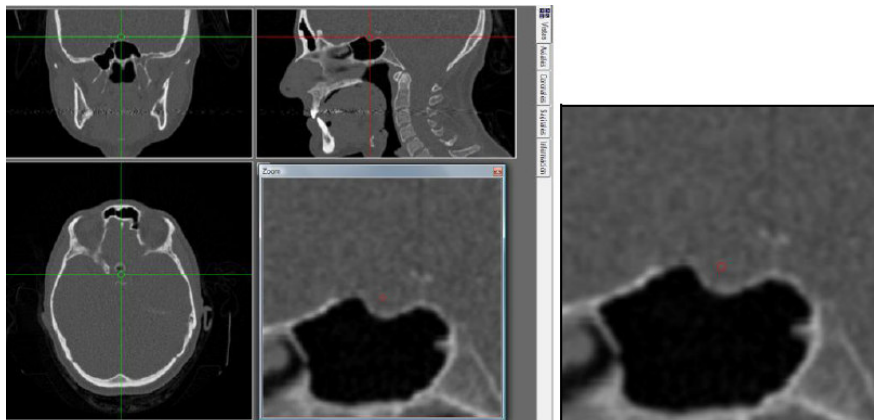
Imagen donde se ubica el punto S en la CBCT.
